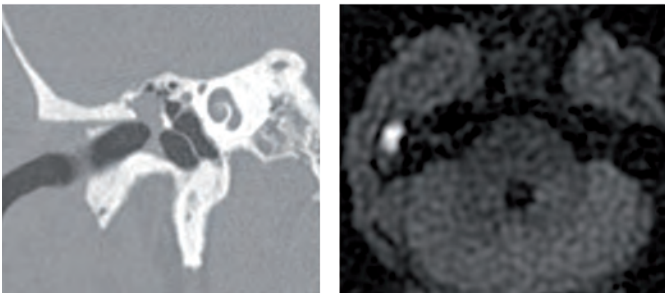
Aspect radiologique d'un cholestéatome de l'oreille moyenne droite, en scanner (coupe coronale, fenêtre osseuse) à gauche et en IRM (coupe axiale, séquence de diffusion non EPI) à droite.
